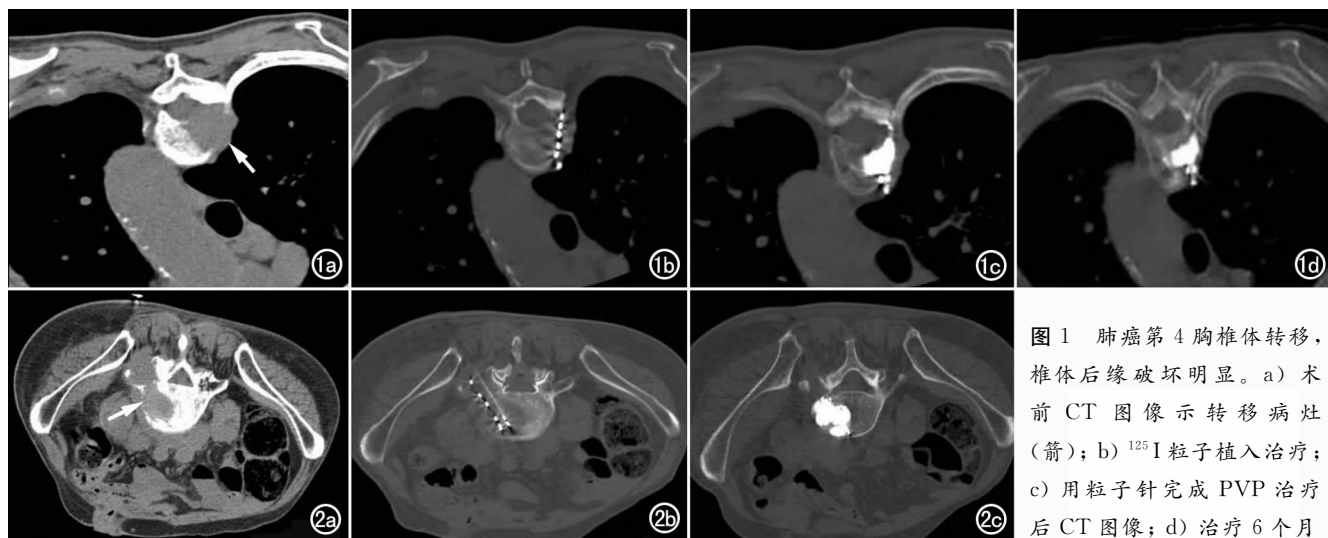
肺癌第 4 胸椎体转移,椎体后缘破坏明显。a) 术前 CT 图像示转移病灶(箭); b) ¹²⁵I 粒子植入治疗; c) 用粒子针完成 PVP 治疗后 CT 图像; d) 治疗 6 个月
